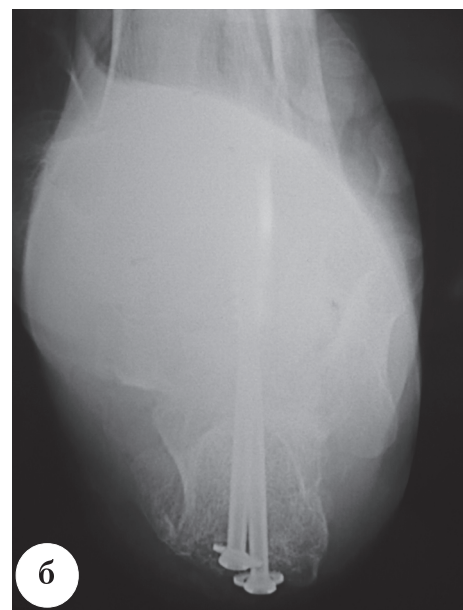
Интраоперационные рентгенограммы больной П., 32 лет: а – боковая проекция; б – аксиальная проекция
